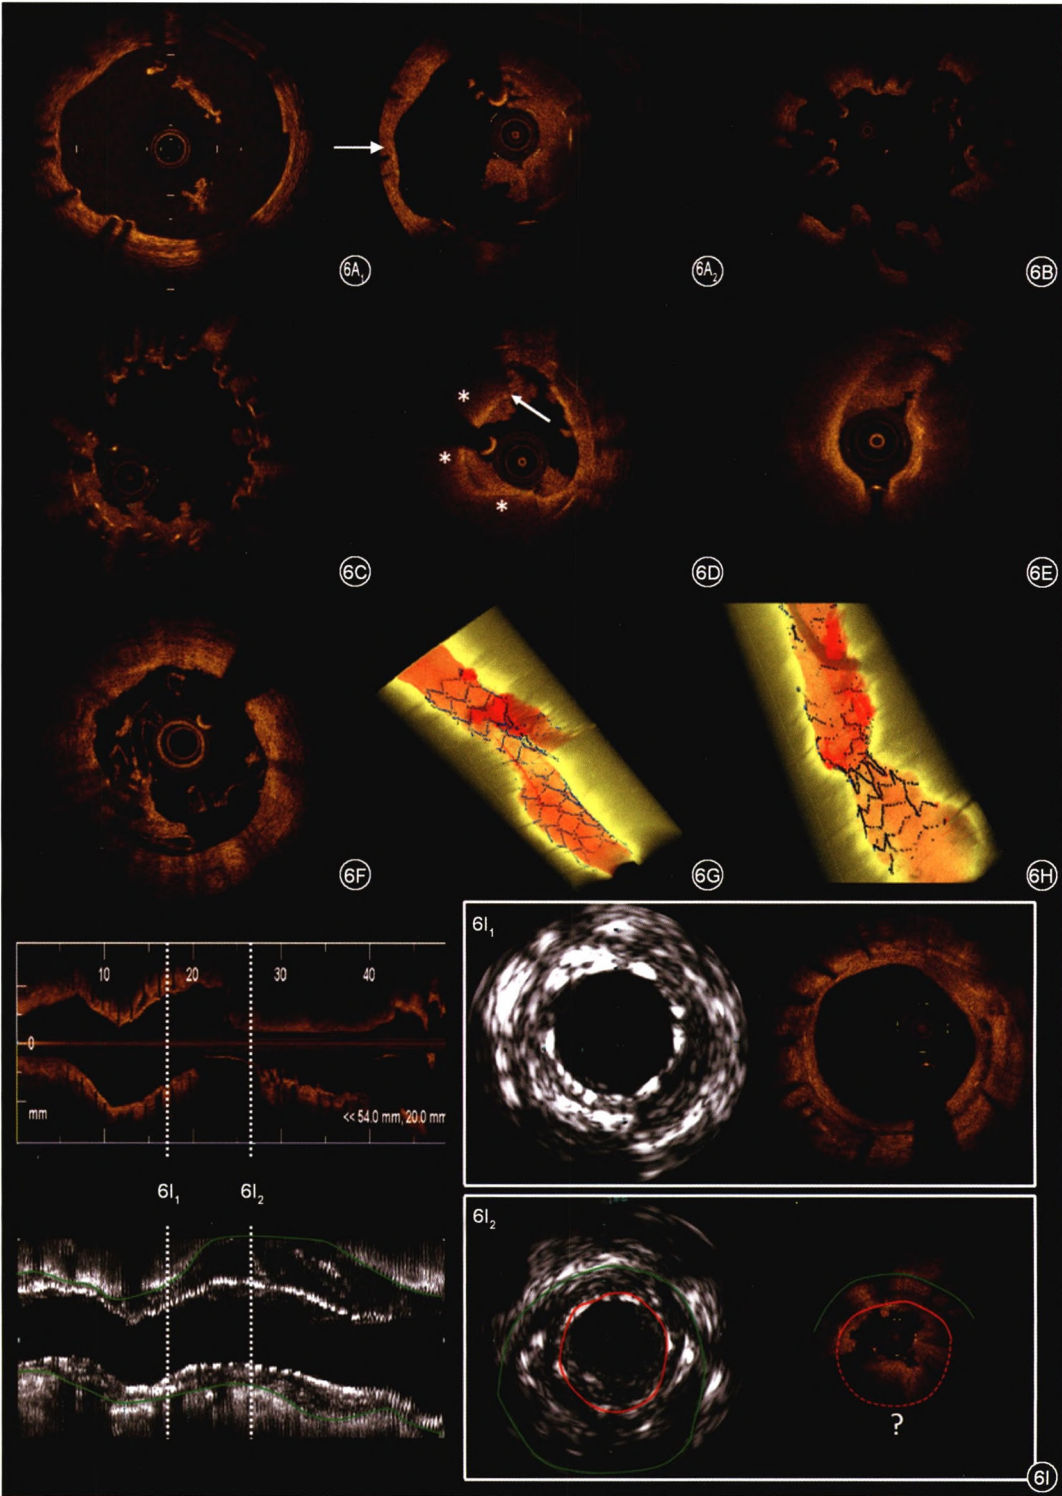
金属支架和可吸收支架内血栓形成的OCT和IVUS影像 [6A:支架直径过小,支架置入后1年内存在持续性贴壁不良(6A₁),但未给予处理;2年后,患者停用阿司匹林,导致闭塞性支架内血栓的形成(6A₂)。6B:4年前置入Cypher支架的部位严重外向扩张,提示血管壁正性重构。溶栓后进行OCT检查未见残留血栓。6C:在多个支架重叠区域,可见未覆盖的支架梁,伴有多发突出于管腔的小血栓。6D:可见典型的支架内富含脂质样斑块(6~12点方向,星号标注),伴有破裂的纤维帽(箭头所指)和白色血栓,表明存在新生动脉粥样硬化。6E:支架边缘病变进展(斑块破裂)可能是导致此次支架内血栓形成的机制。6F:虽然大多数可吸收支架内血栓形成机制与金属药物洗脱支架相同,但是支架断裂(即原本术后即刻贴壁的支架梁术后逐渐与管壁分离,悬在管腔内)是可吸收支架内血栓形成的一个特殊表现。6G:分叉病变中发生的支架内血栓形成(红色为血栓,蓝色为支架梁)。6H:严重支架膨胀不良导致膨胀不良远端血栓形成。6I:IVUS和OCT评估支架内血栓形成的优缺点。图示左侧为长轴影像,右侧分别为无血栓节段(6I₁)和血栓节段(6I₂)的横截面影像。从长轴和6I₂中可见,血栓团块使OCT光学信号明显衰减,支架小梁难以识别(红色虚线和问号标注);而IVUS图像可轻易识别出支架小梁。此外,血管外膜(绿线标注)可用于判断正性重构,这只能在IVUS图像中可以识别。而支架梁内膜覆盖情况和其周围低密度区域等许多微小细节仅在OCT图像中可被识别(6I₁)。IVUS为血管内超声,OCT为光学相干断层成像]
